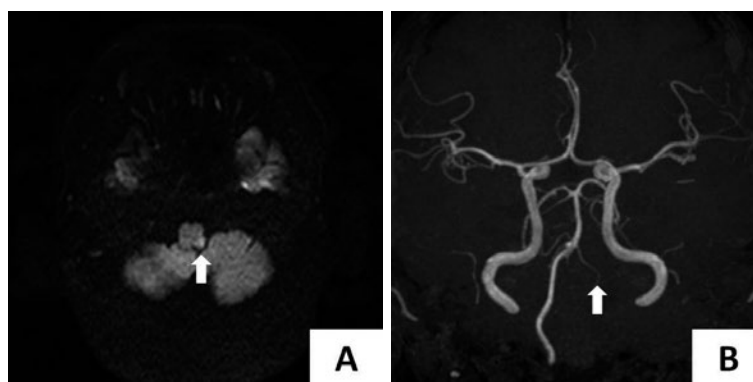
頭部MRI. 拡散強調画像では左延髄外側に高信号域を認め(矢印), 梗塞巣が疑われた(A). MRAでは左椎骨動脈の信号が途絶しており(矢印), 動脈解離が疑われた(B).
